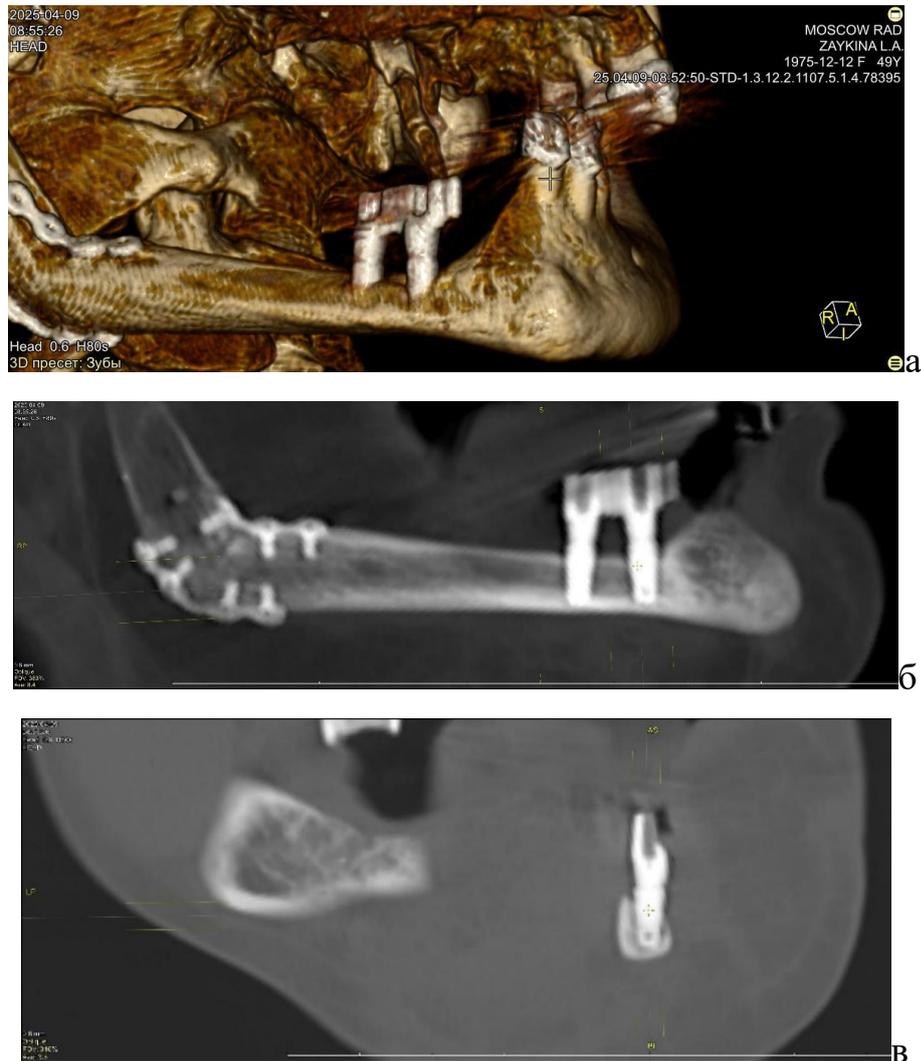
а,б,в – КТ–грамма пациентки через год после проведенного ортопедического лечения
